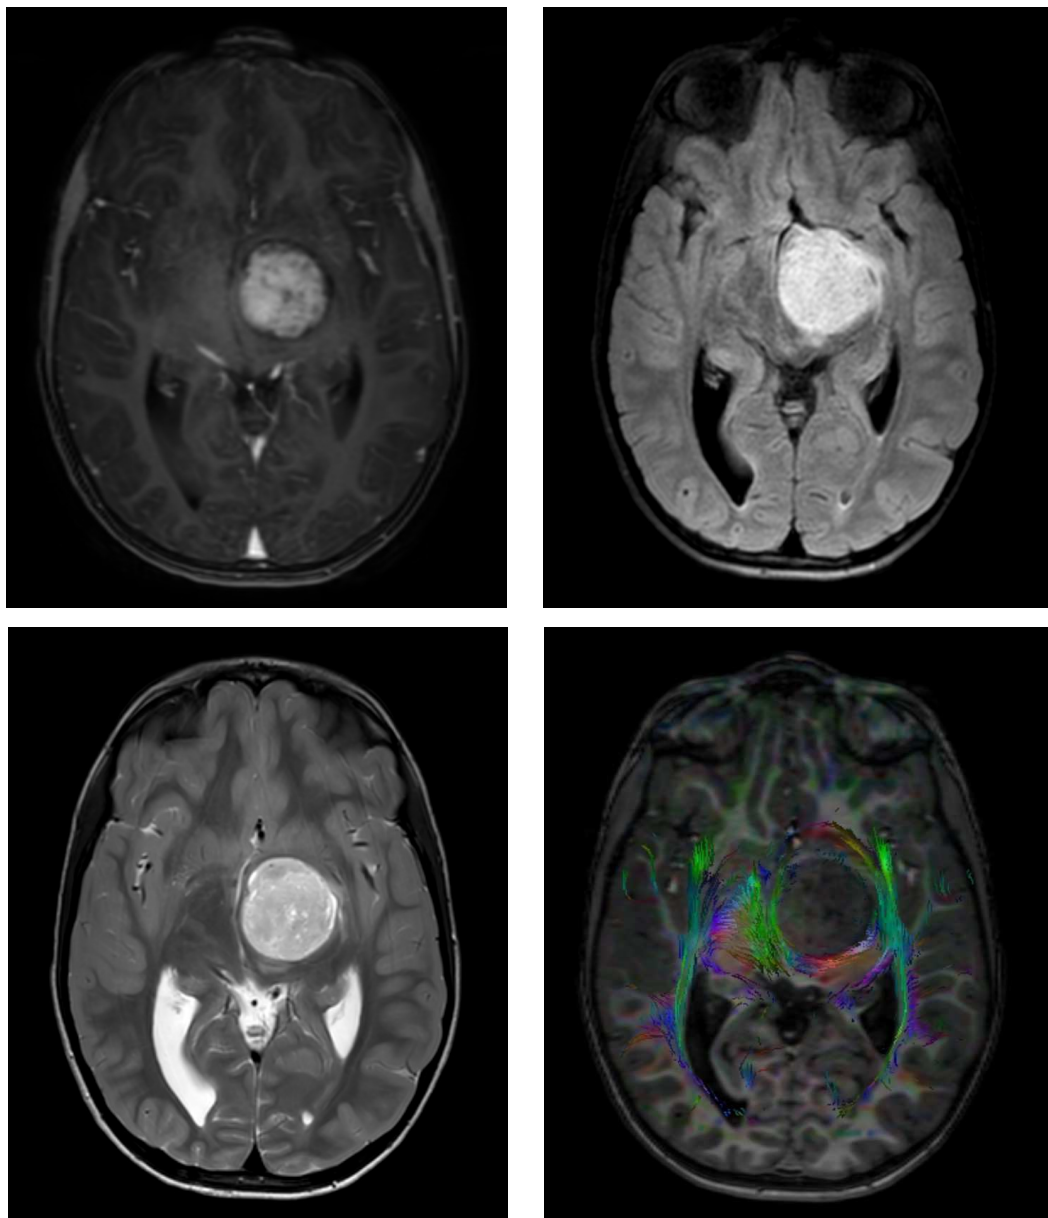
Paziente 3: sintomatologia all'esordio caratterizzata da emisindrome motoria destra, con un lieve deficit di forza agli arti superiore ed inferiore (4/5 della scala MRC) e con difficoltà nei movimenti fini della mano; riscontro, alla RM, di una lesione espansiva, interessante il talamo sinistro, il tratto ottico di sinistra e la porzione sinistra del mesencefalo e del ponte.
